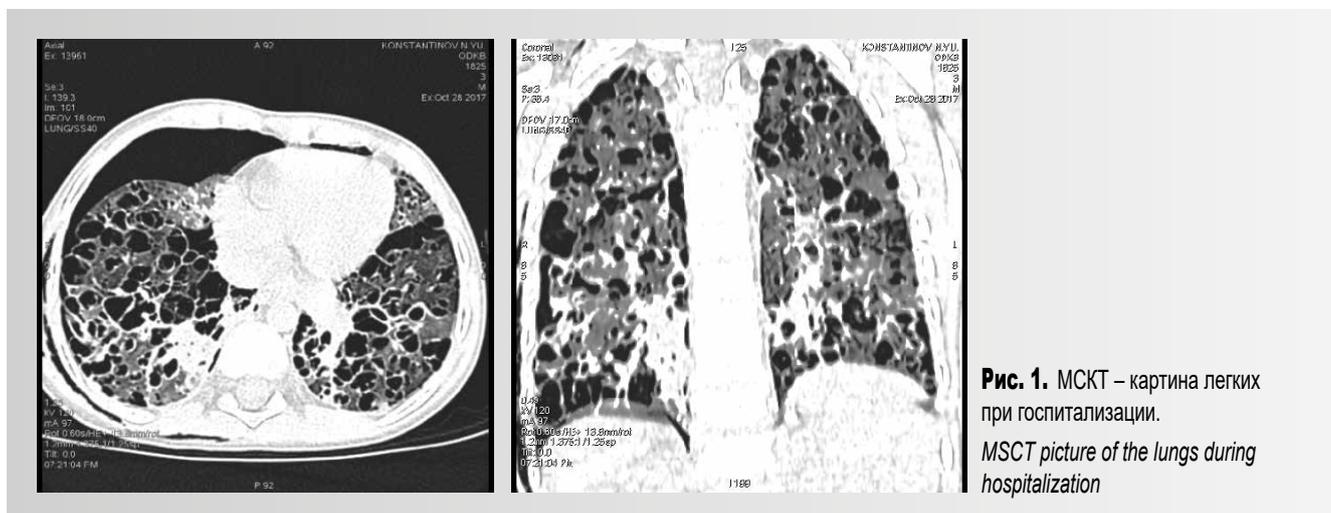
МСКТ – картина легких при госпитализации.
